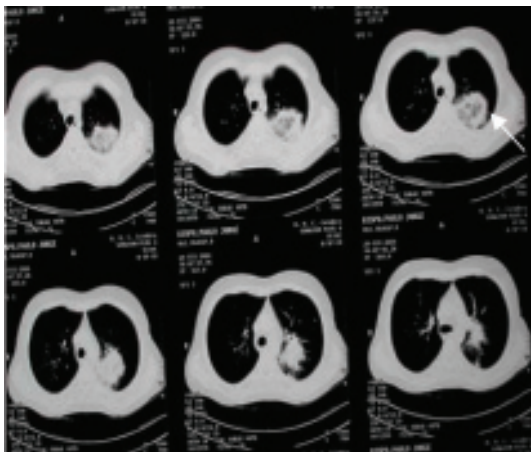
TAC torácica mostrando lesão cavitada.
